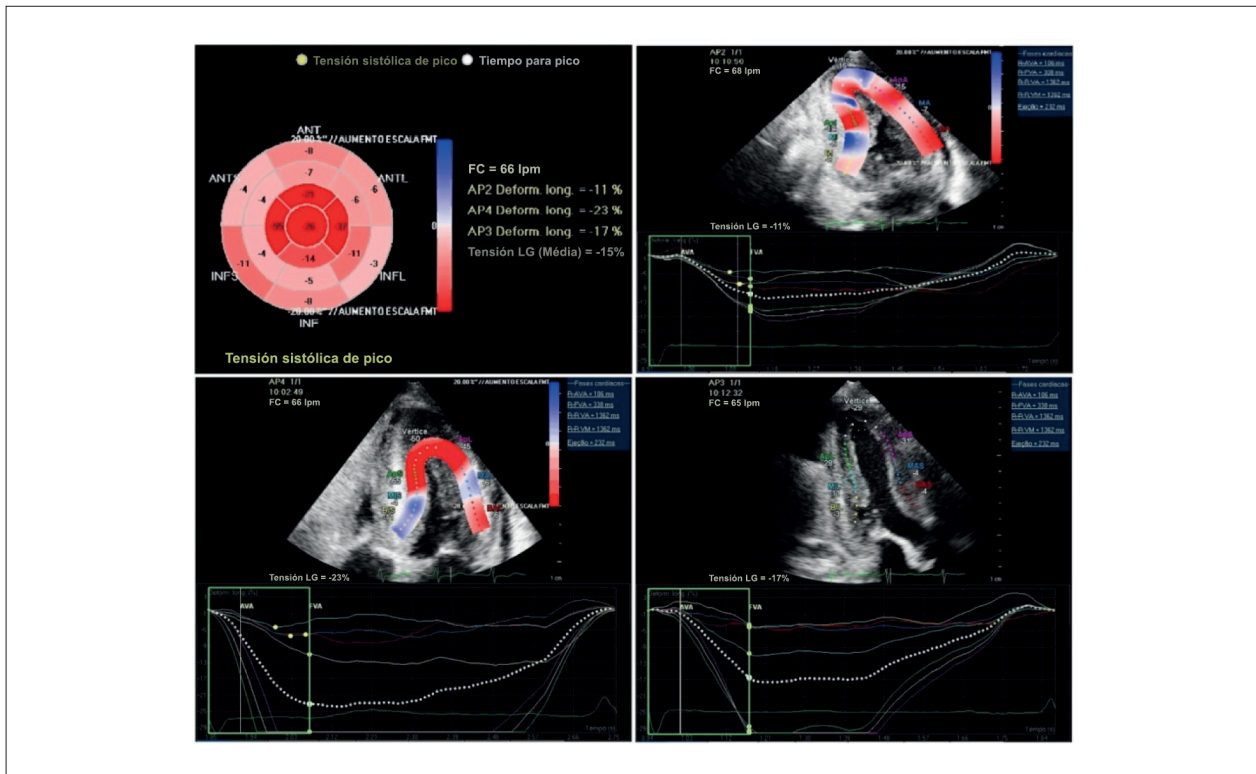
Ecocardiografía Speckle Tracking de paciente con amiloidosis. Videos y laudo completo en anexo.
